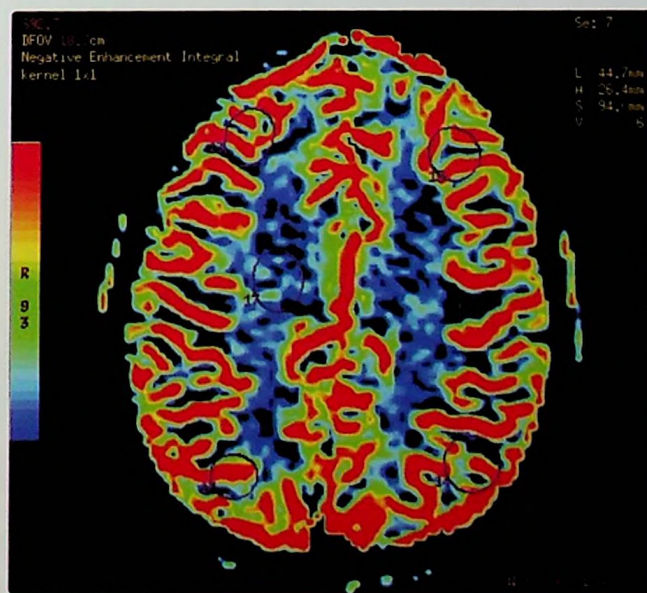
Imagen por resonancia magnética de perfusión.
